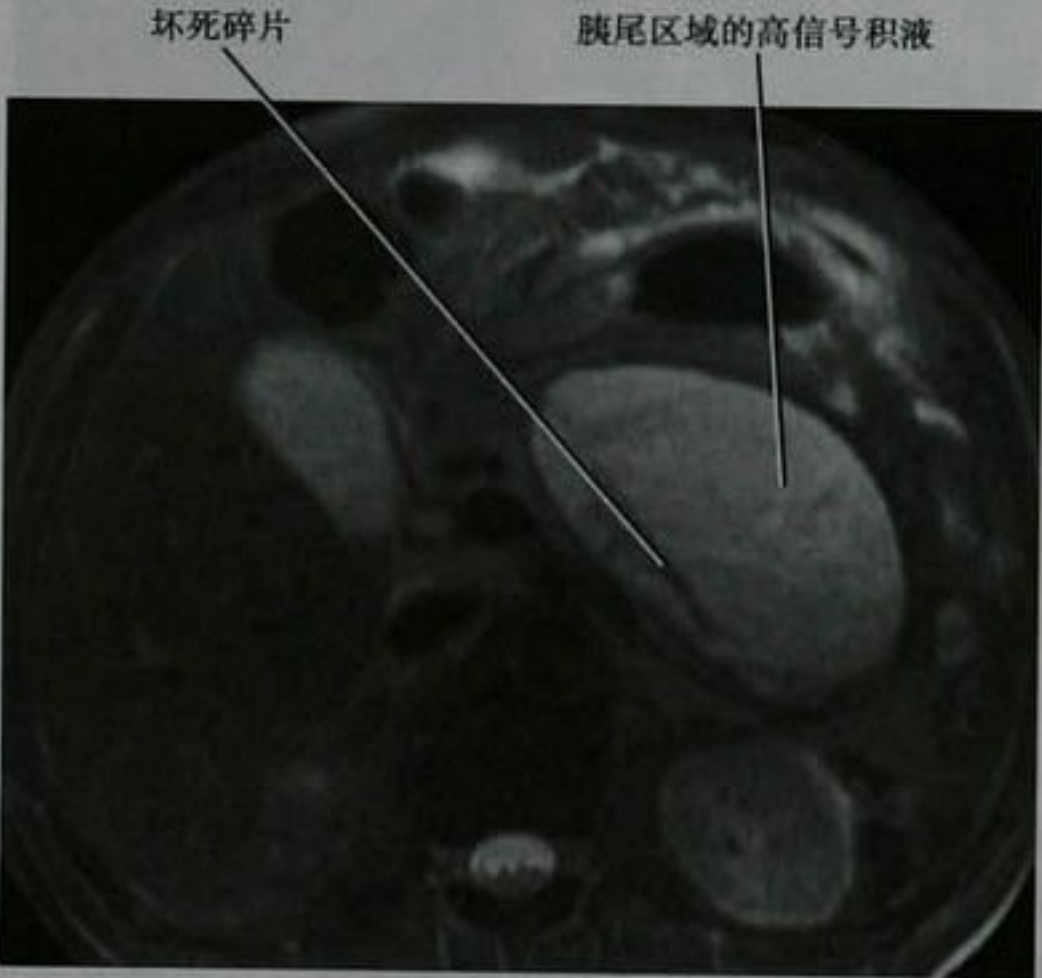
伴有巨大胰腺假性囊肿患者,通过胰尾平面的横断面 T2WI MRI 图像
